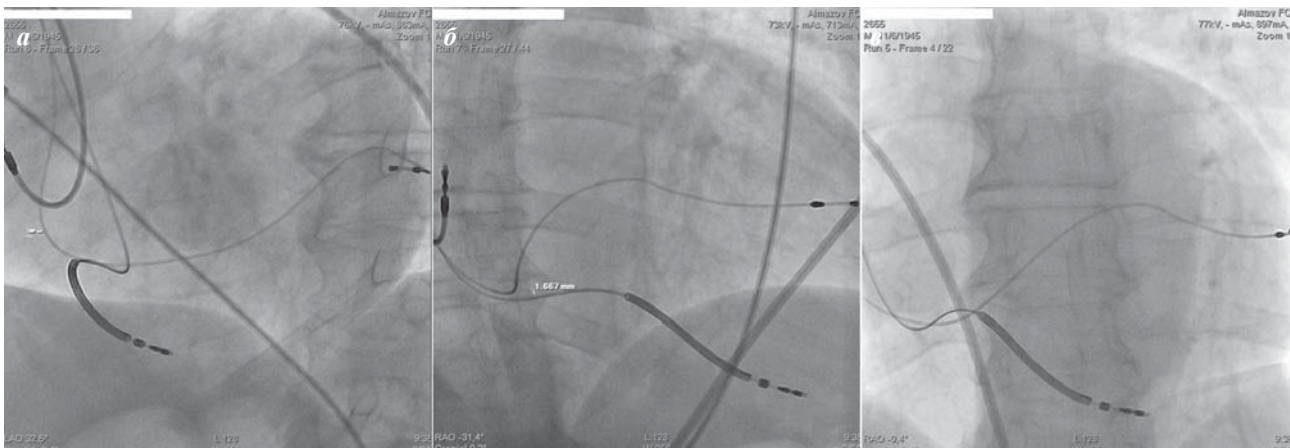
Оценка расположения электродов в стандартных рентгенологических позициях RAO -30° (а), LAO -30° (б) и AP (в). Объяснение в тексте.
